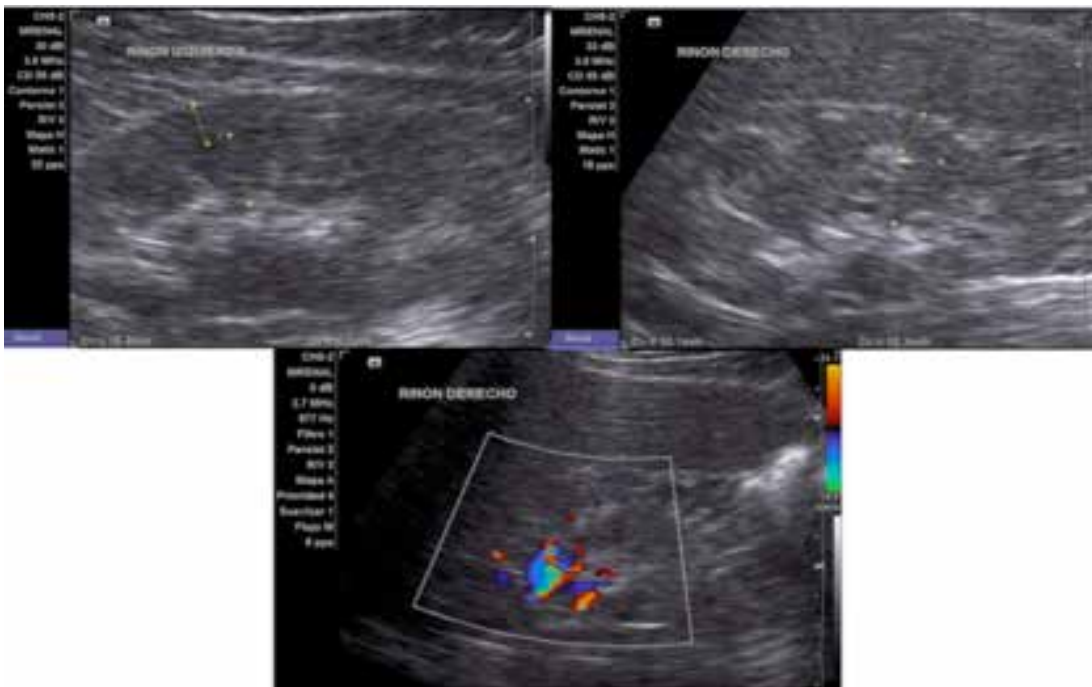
Relación córtico-medular de cada uno de los riñones. Doppler sin presencia de datos de obstrucción.
